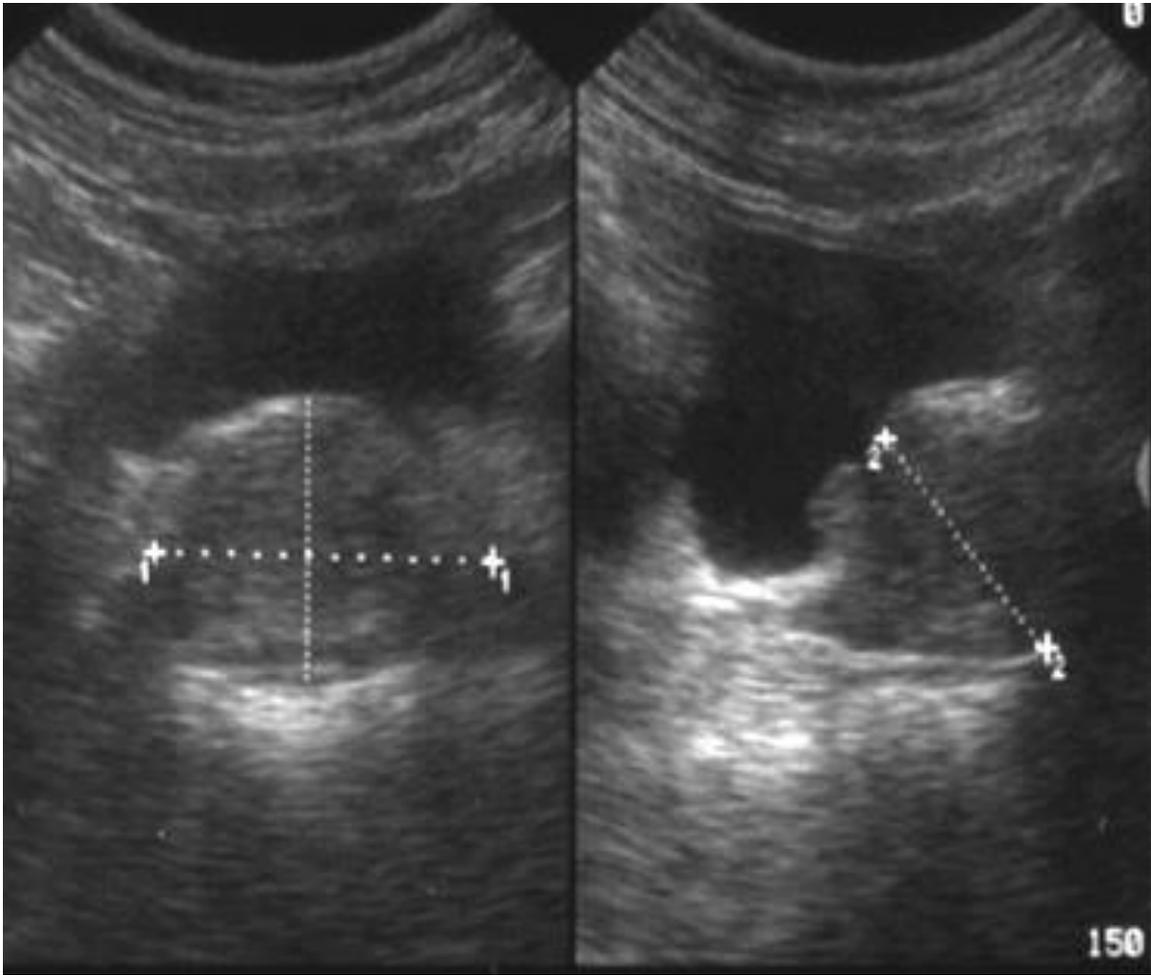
Mediciones por ecografía prostática. Tomada de Lee et al.(28)
